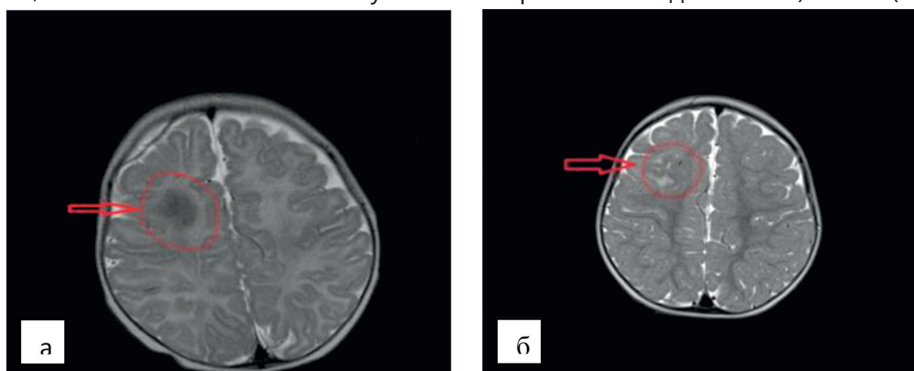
МРТ до операции - МР признаки фокальной пахигиириии правой лобной доли, очаговых изменений вещества головного мозга
